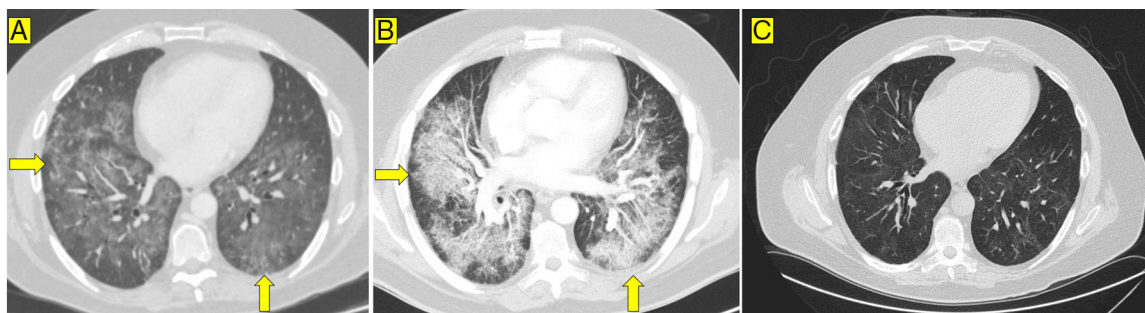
TAC torácica. Evolución radiológica de la afectación pulmonar intersticial.
